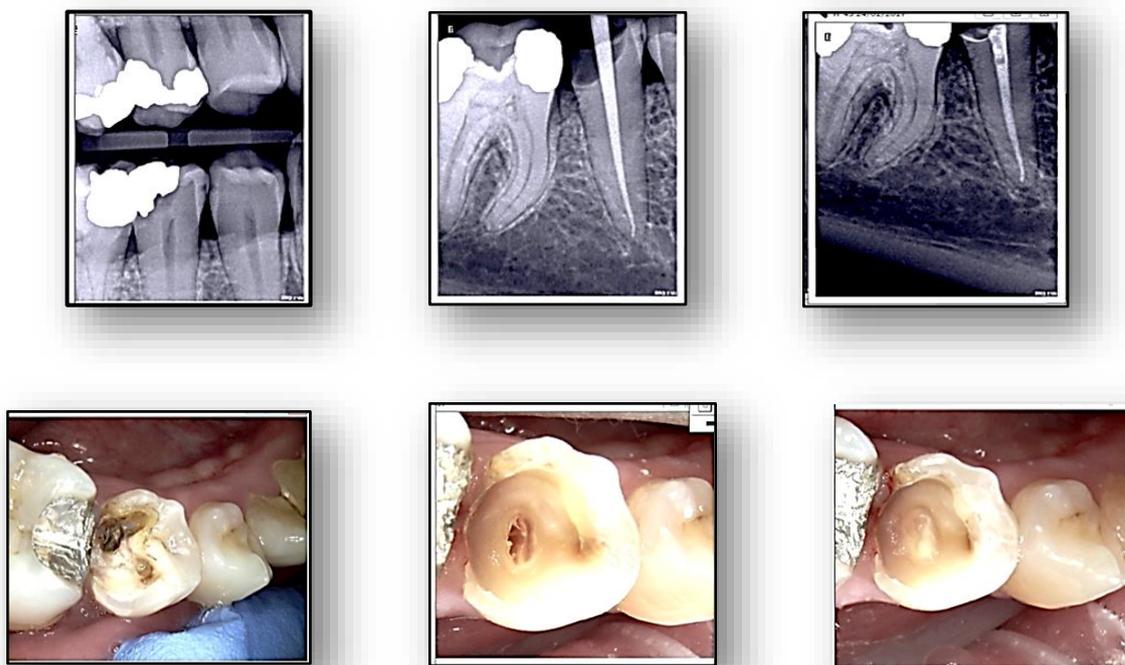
Traitement endodontique de la 45 avec des clichés de contrôle radiographique par RVG montrant l'étanchéité de l'obturation [47].
